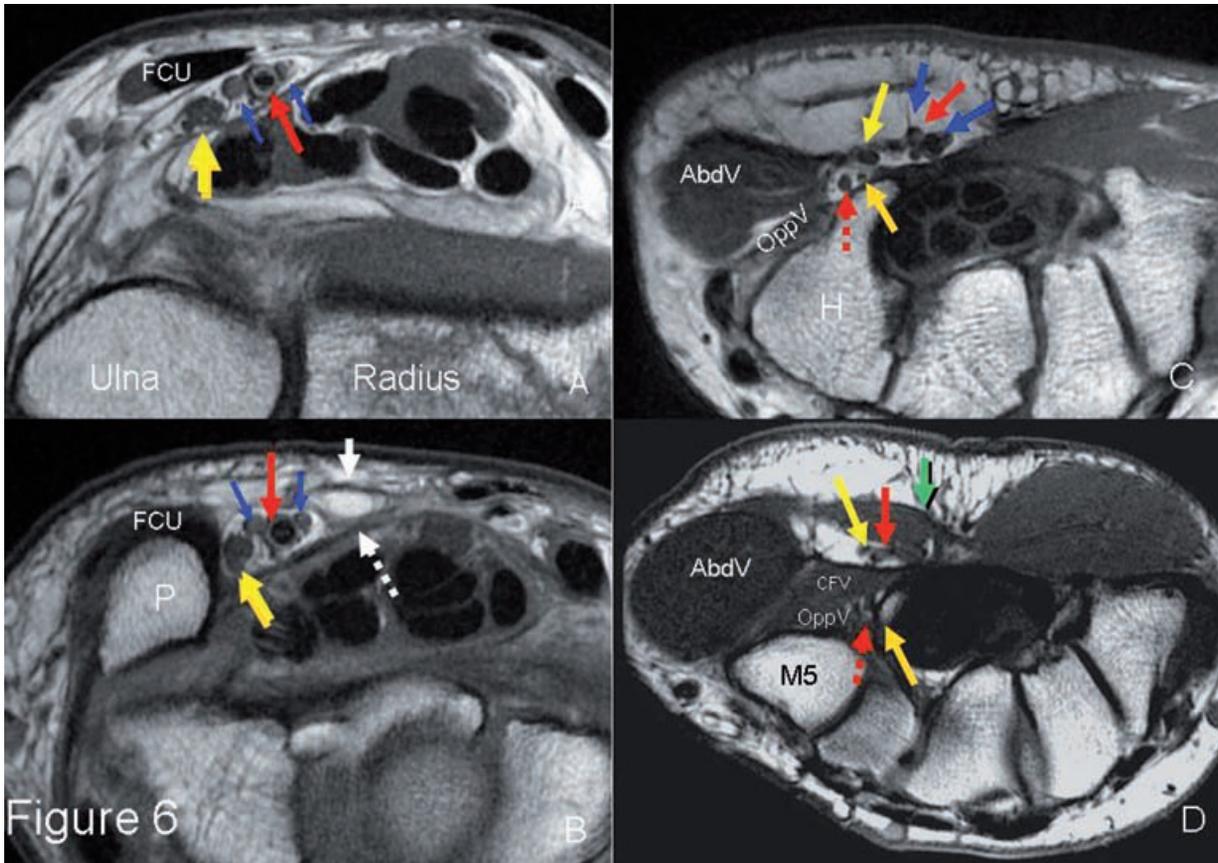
Anatomie IRM en coupe axiale T1 de la loge de Guyon.
